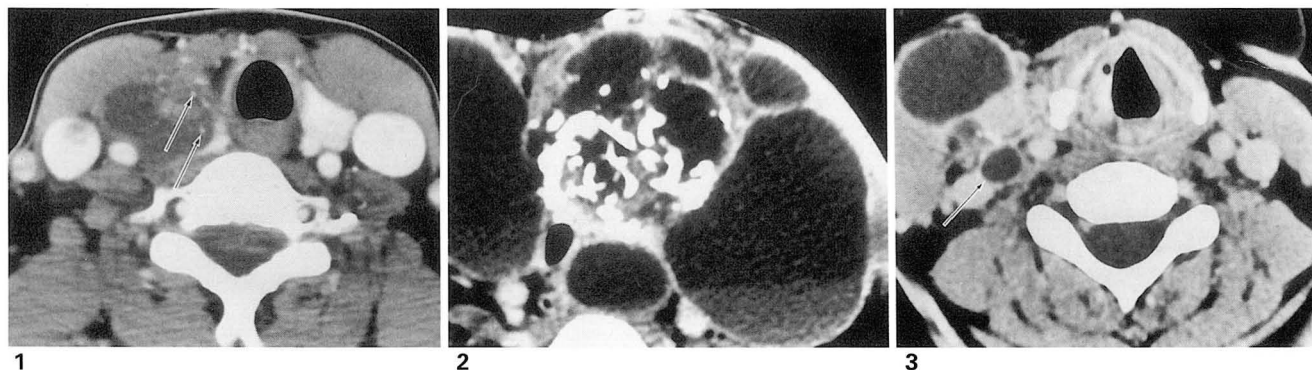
Tiny high attenuated spots suggesting calcifications within papillary carcinoma. Post-contrast axial CT scan shows a cystic mass in the right lobe of thyroid which contains eccentric solid portion and internal multiple tiny high attenuated lesions (arrows).
